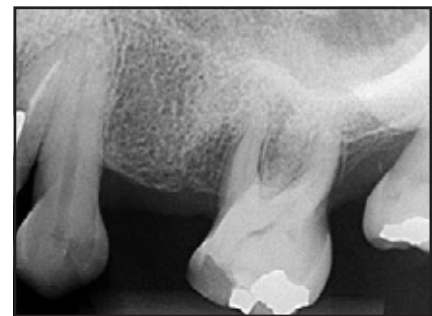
Die postoperative Röntgenaufnahme zeigt eine Knochenfüllung und bessere Prognose.
